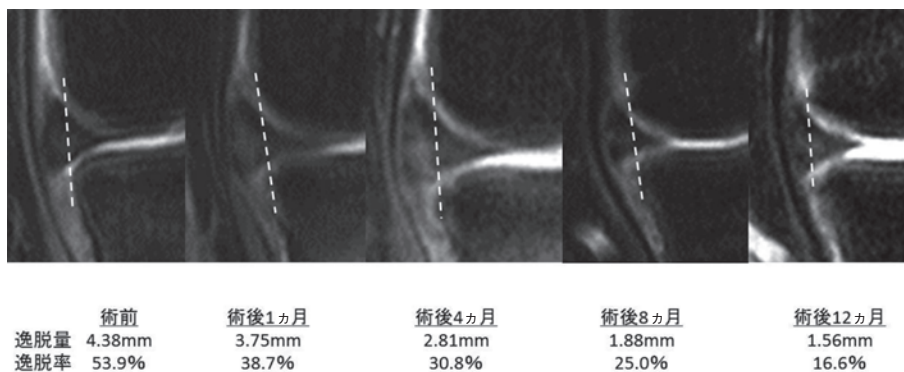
MRI(PD-SPAIR)での半月板逸脱の経時的変化
